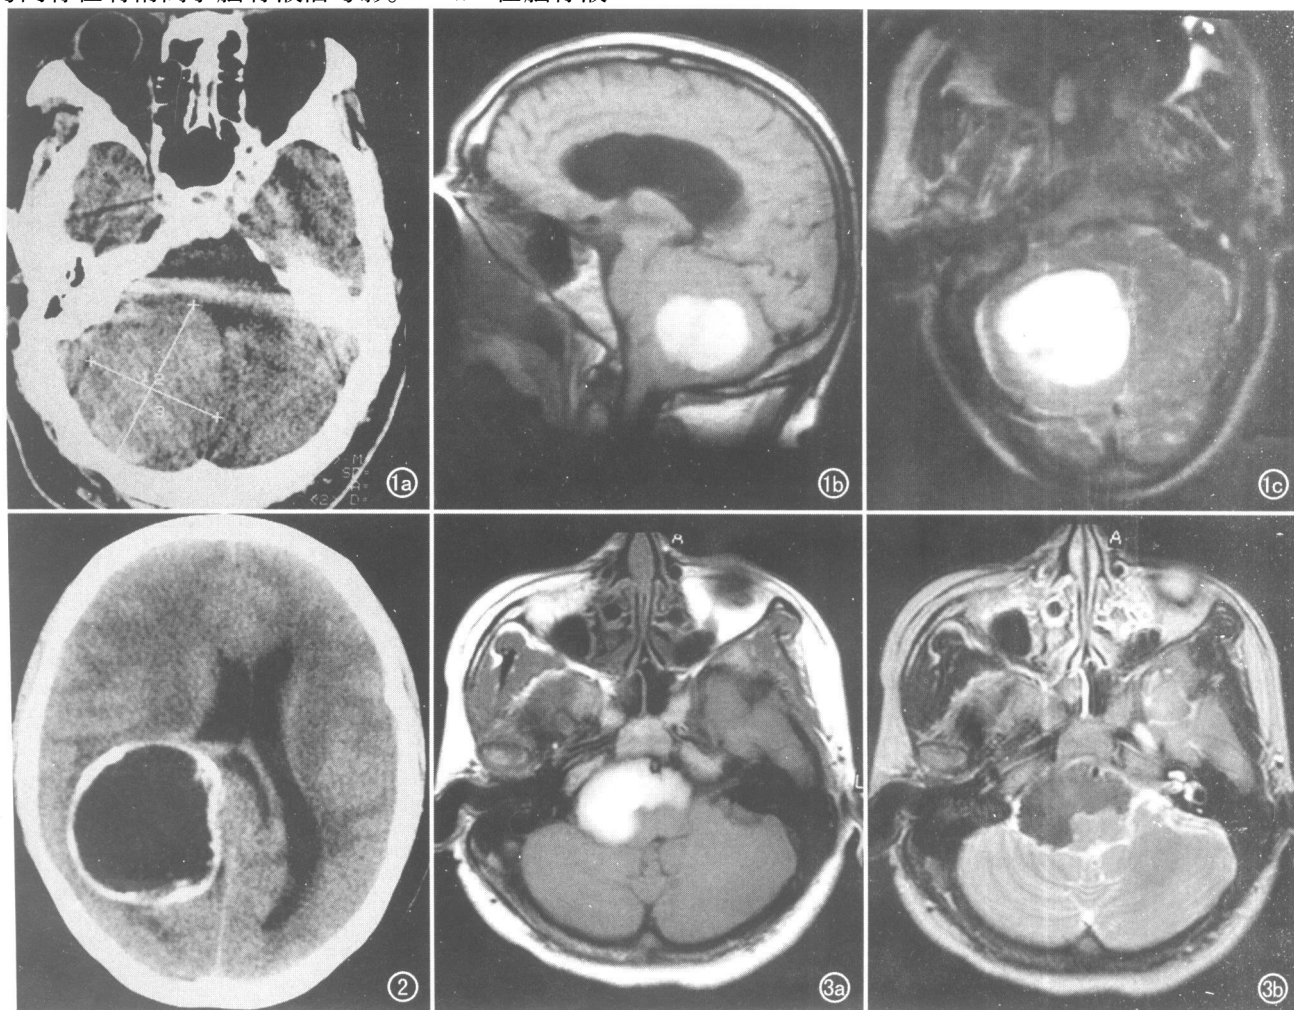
右侧小脑半球实质表皮样囊肿。a) CT 平扫囊肿呈稍高密度; b) MR T_1WI 呈高信号; c) MR T_2WI 呈高信号。图 2 右侧枕叶脑实质表皮样囊肿。CT 平扫囊肿内液体呈低密度, 类似脑脊液, 囊肿壁呈厚壁环形钙化。
